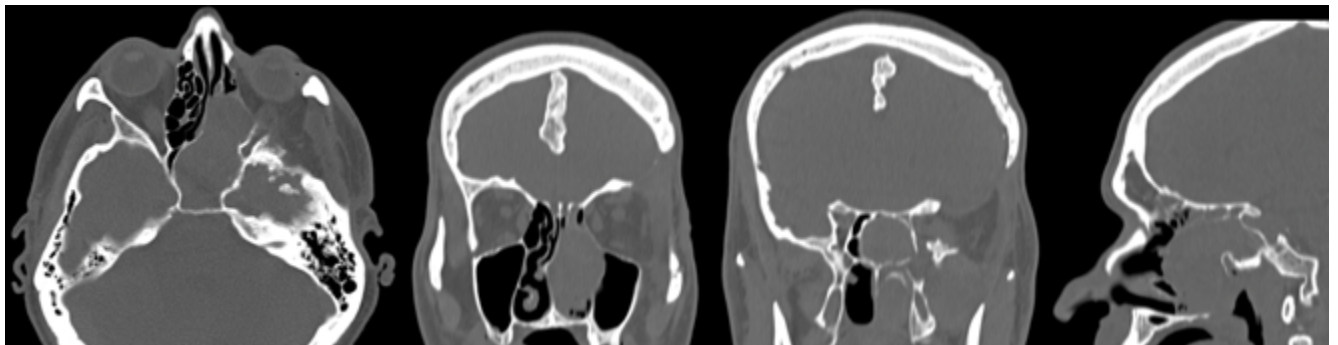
Наблюдение №6. СКТ операции. Определяется продолженный рост менингиомы в полости носа, носоглотке, решетчатом лабиринте слева, клиновидной пазухе
